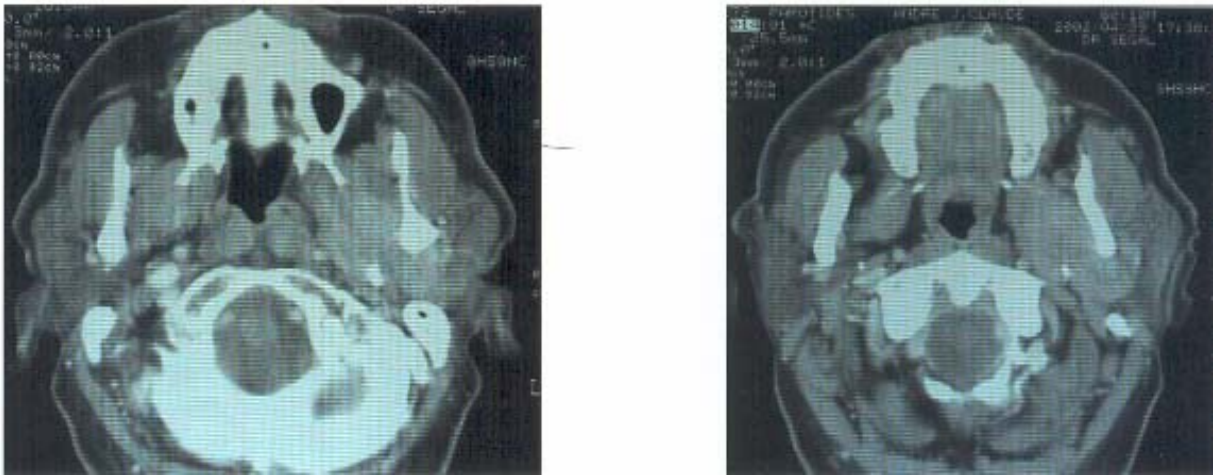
TDM après injection de produit de contraste iodé : Rehaussement d'une tumeur parotidienne gauche intéressant le lobe profond avec extension à la région para pharyngée et muscles ptérygoïdiens. [28]
